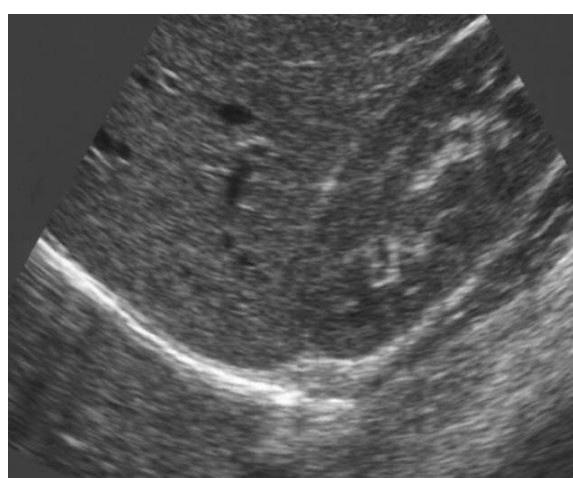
USG wątroby na poziomie ujścia prawej żyły wątrobowej do żyły głównej dolnej.
